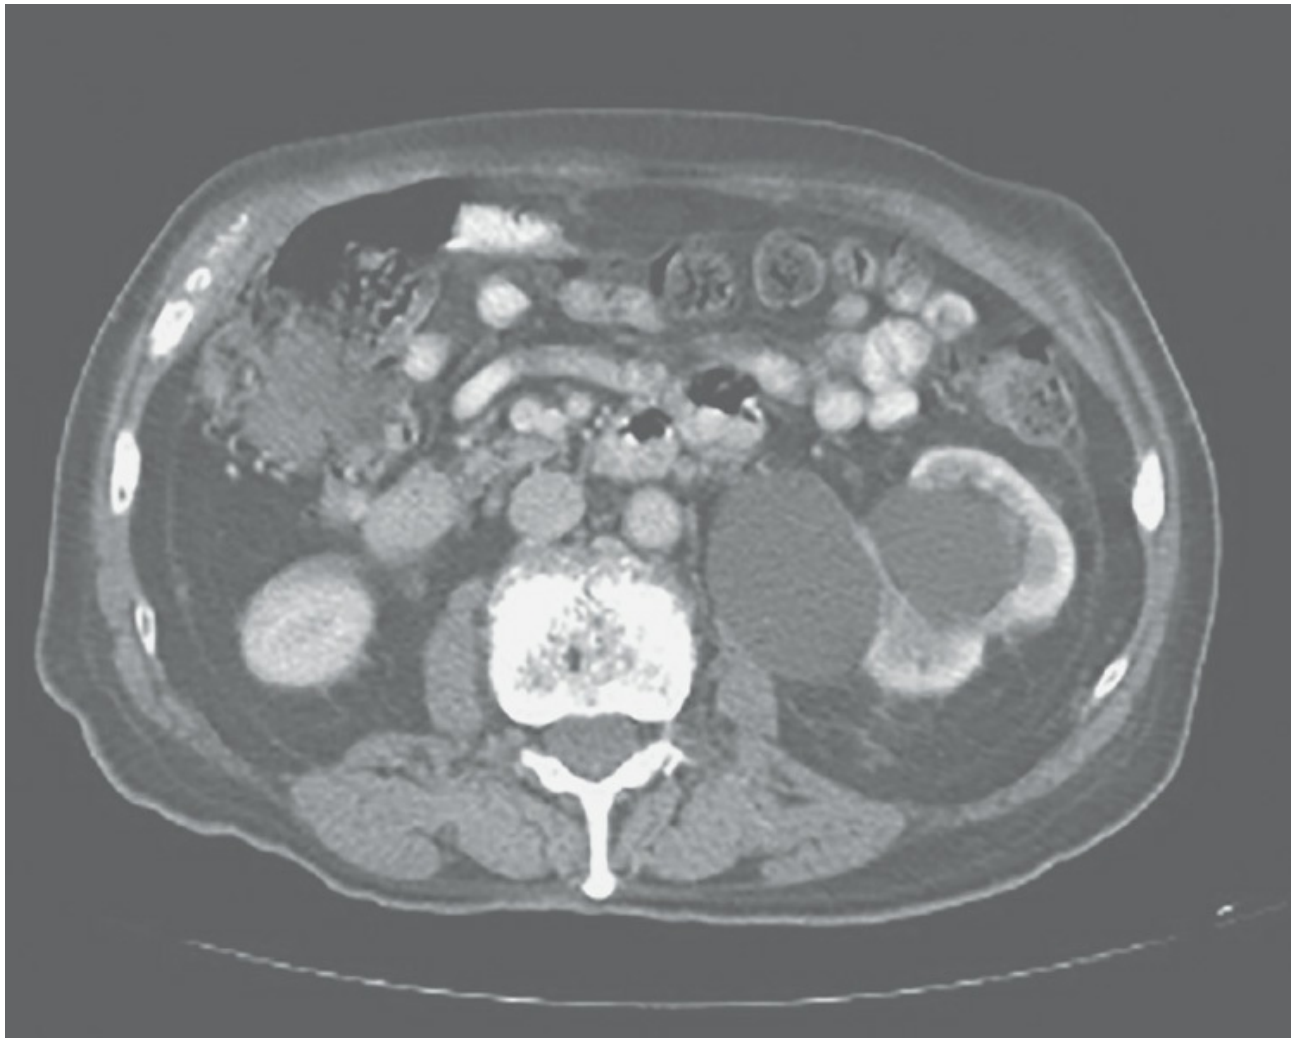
Tomografía abdomino-pélvica.
